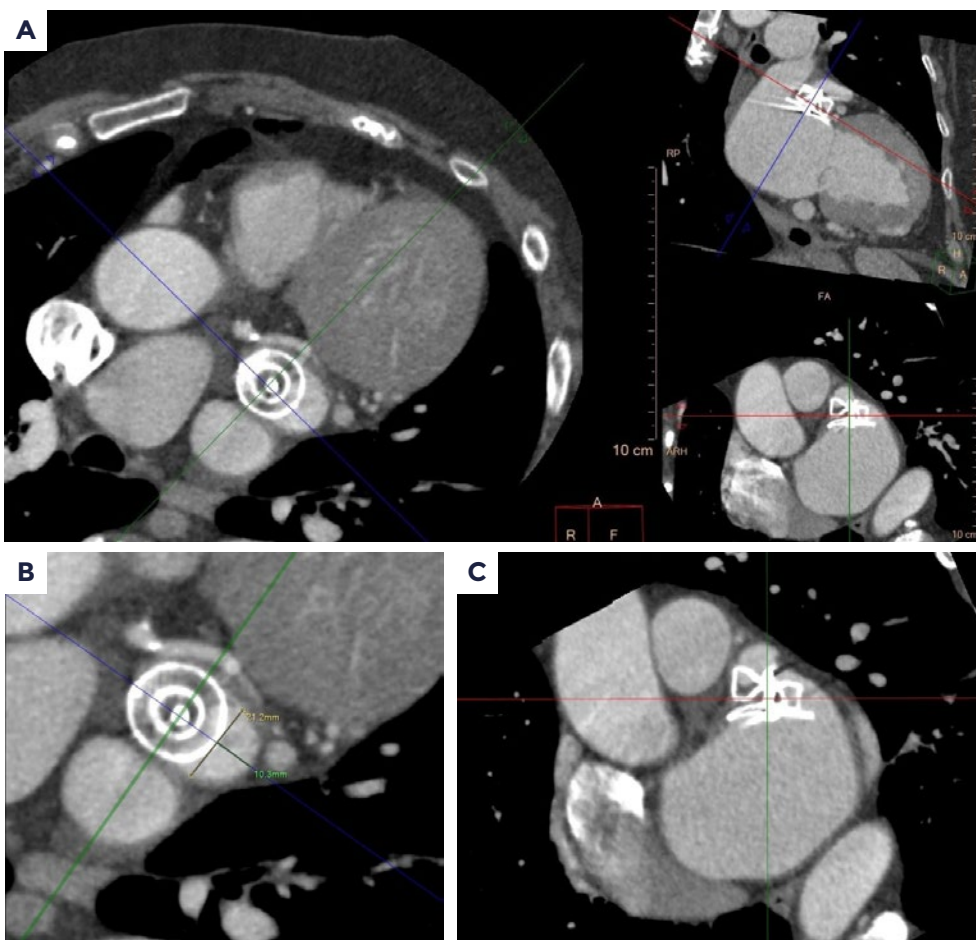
Reconstrucción multiplanar por TC cardíaca con contraste realizada para control post-implante de dispositivo Amplatzer Amulet® N° 25. a) planos ortogonales obtenidos a partir del volumen tridimensional en donde se observa el dispositivo implantado con falta de aposicionamiento en forma de media luna en la zona inferior con pasaje de contraste en fase precoz como tardía compatible con leak. b) se muestra leak tanto a nivel del disco como a nivel del lóbulo. c) dimensiones del leak nivel del lóbulo. Cortesía del Dr. Falconi, Mariano Luis.
